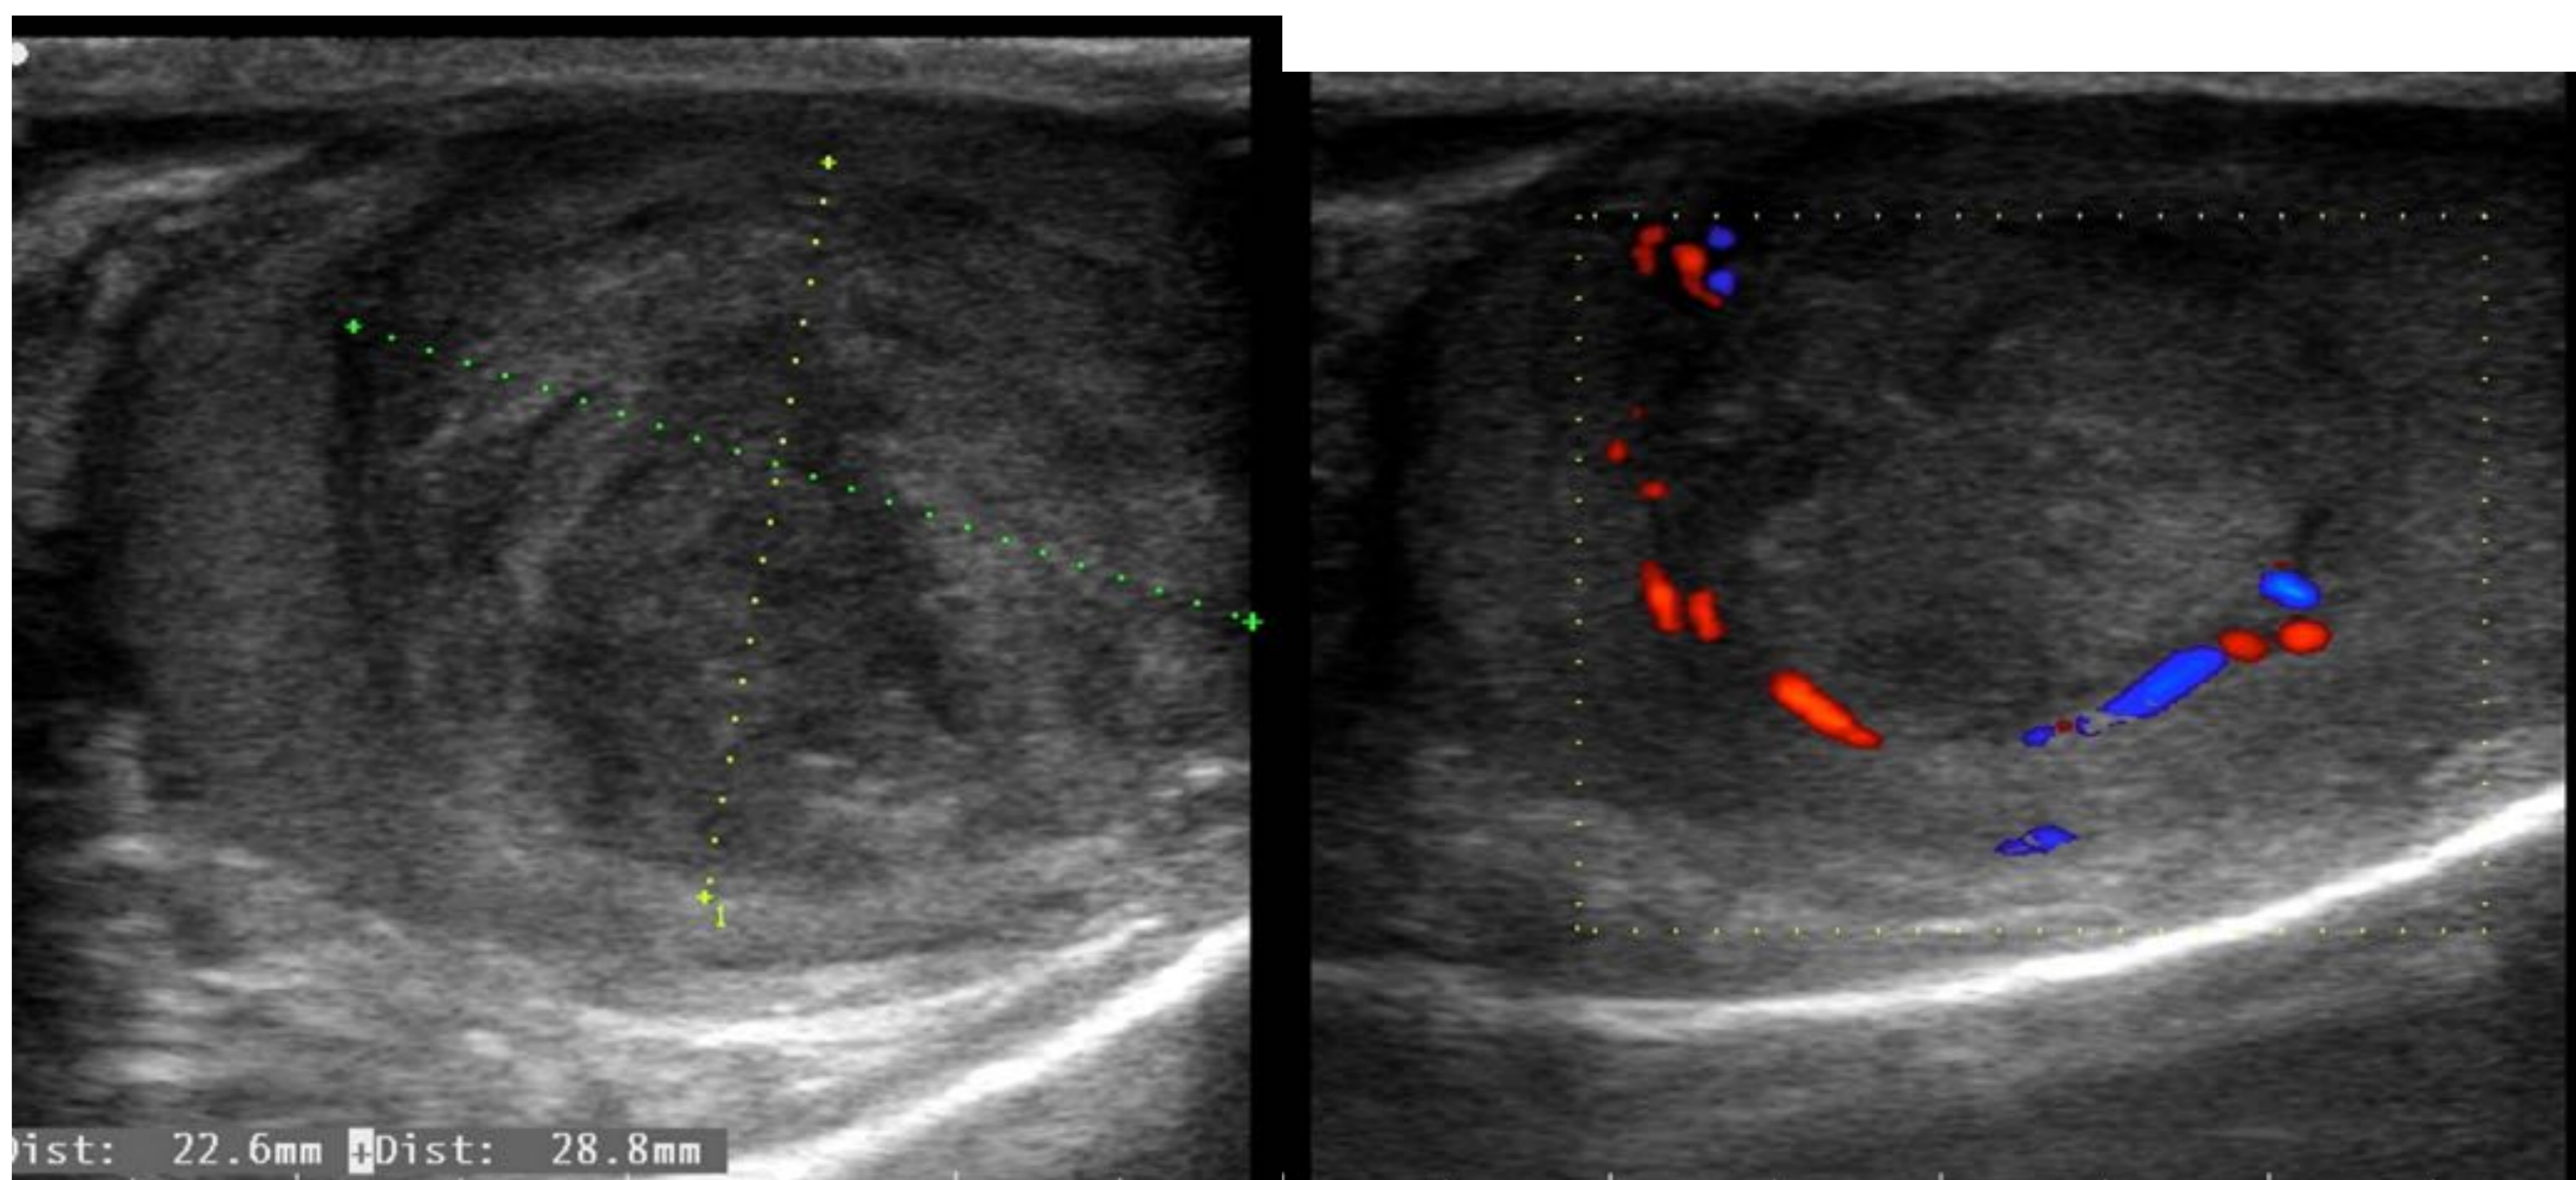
Teste izquierdo aumentado de tamaño debido a lesión focal intratesticular de ecoestructura heterogénea. Registro doppler de predominio periférico con mínima vascularización intralesional. Carcinoma embrionario.
